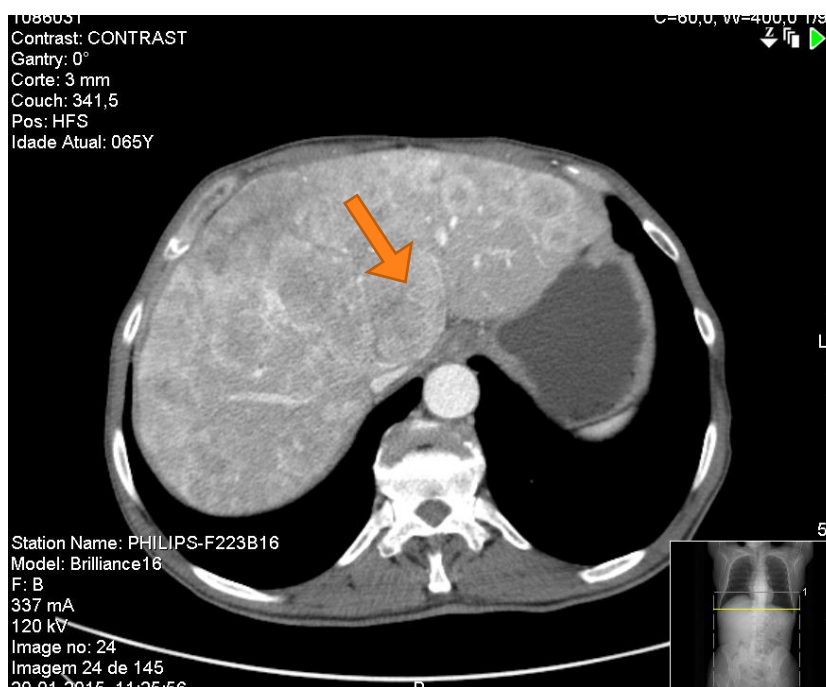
TAC que revela múltiplas massas hepáticas
